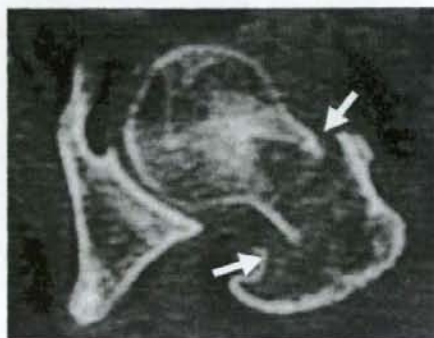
大腿骨頸部骨折の骨折線(股関節CTの断面)
